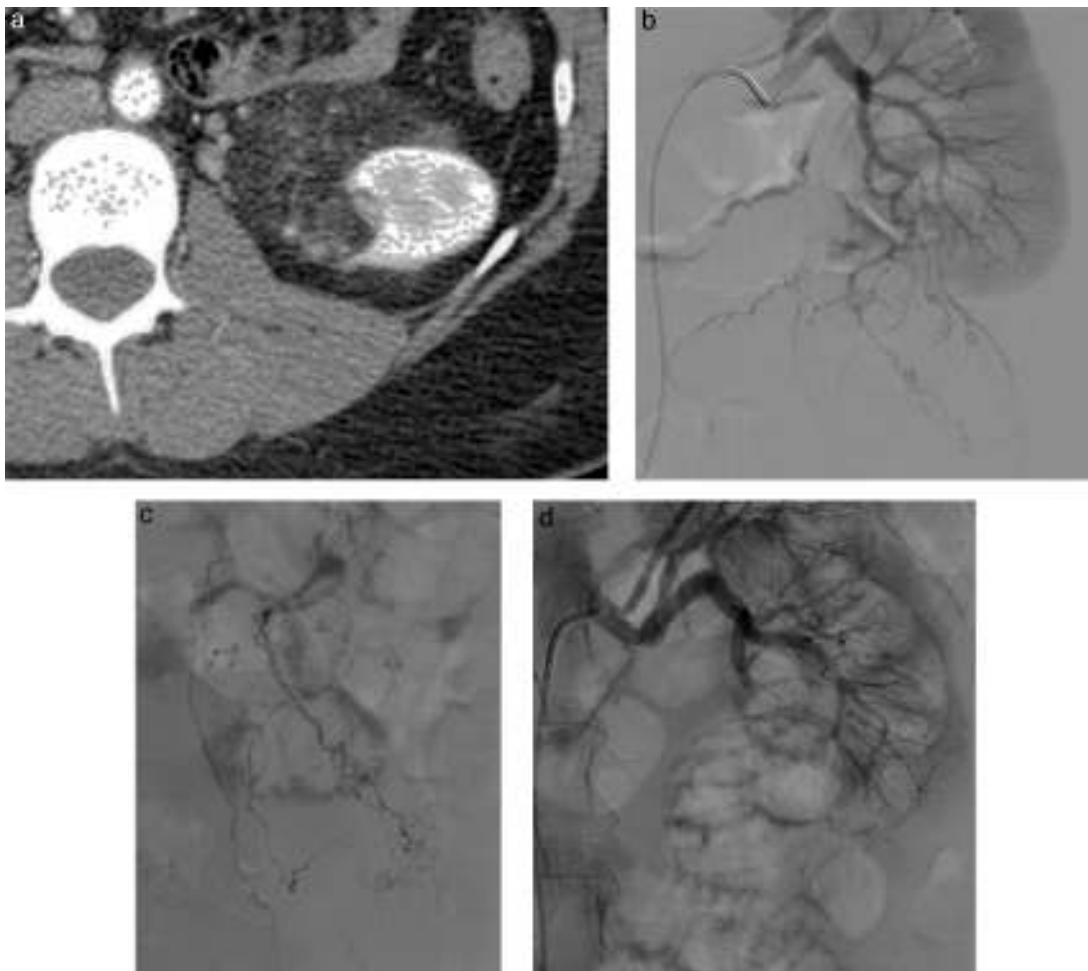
(a) Corte axial de TC con medio de contraste, en la que se demuestra masa con contenido graso en el polo inferior del riñón izquierdo, que correspondía a AML. (b) Imagen de angiografía por sustracción digital selectiva de la arteria renal izquierda; se detectan las ramas que irrigan la lesión (c), en el momento de la embolización con micropartículas de PVA (d), adecuada embolización supraselectiva de la lesión.
